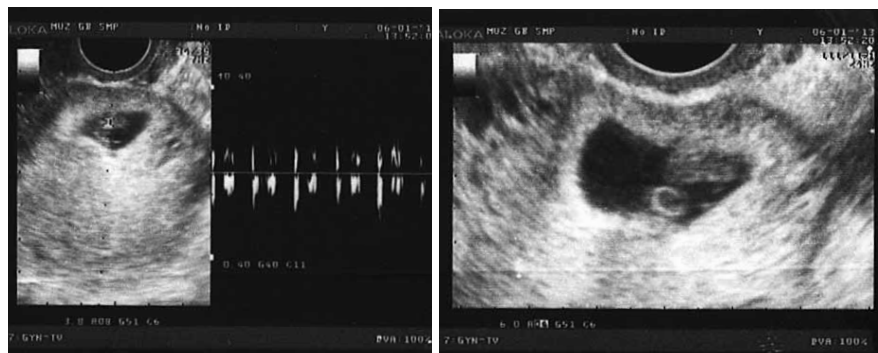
Беременность 5–6 нед. В протоколе УЗИ отмечено необычное расположение плодного яйца в области внутреннего зева, а также неправильная форма плодного яйца, однако в заключении указаны лишь срок беременности (5 нед) и признаки угрожающего выкидыша.
